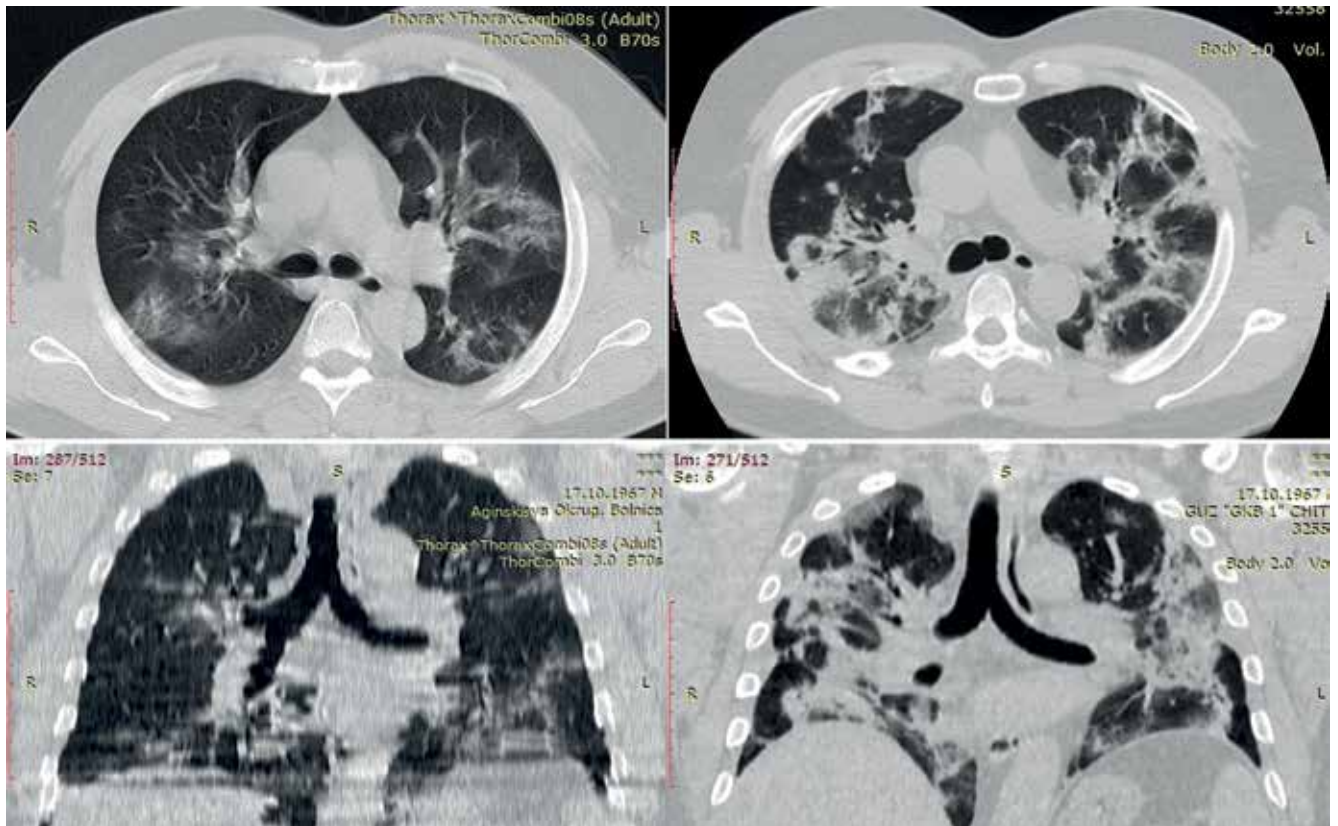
Пациент Б. КТ ОГК. Левая колонка – на 12-й день заболевания при поступлении в стационар, правая колонка – на 26-е сут заболевания. Описание в тексте
